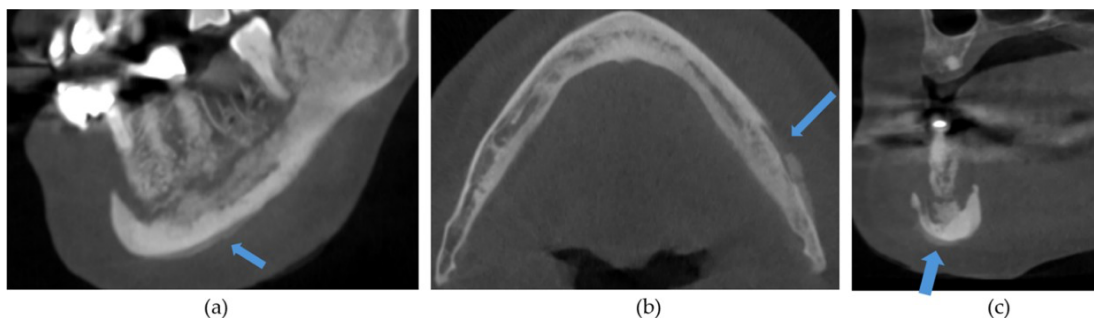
Cortes de CBCT com evidência de reação periosteal: (a) Corte sagital; (b) Corte axial; (c) Corte Coronal. Retirado de (Ko et al., 2024).
